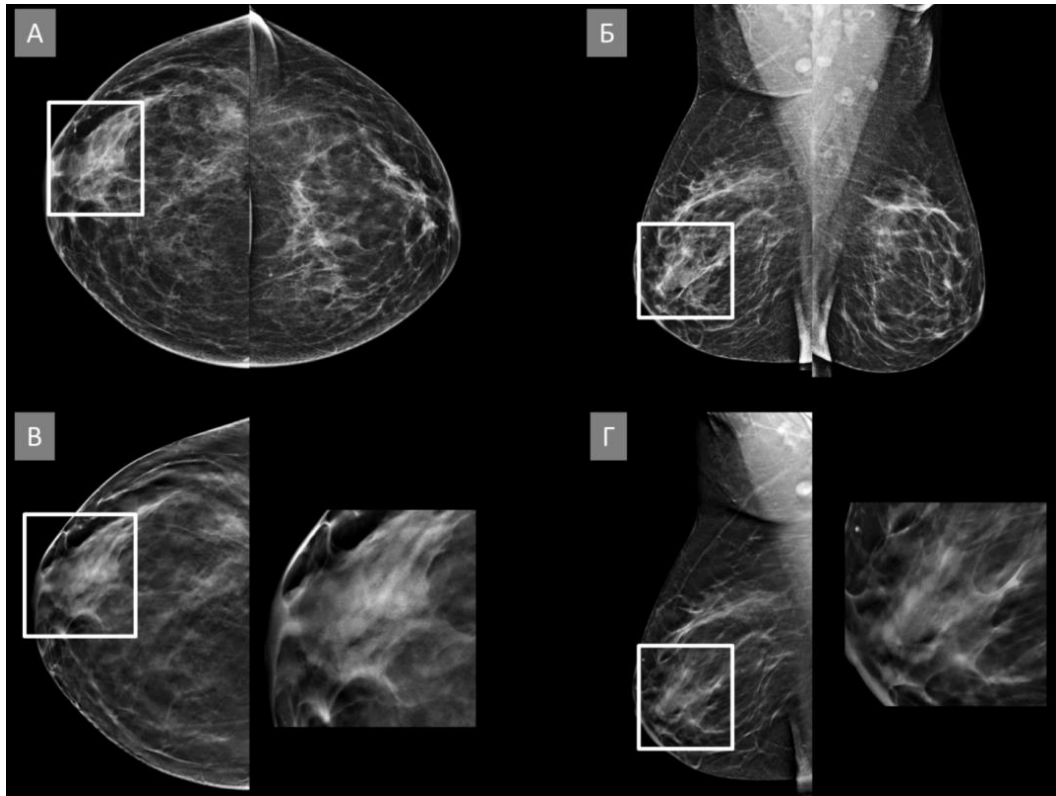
Пацієнтка id: 46778. Злоякісна локальна асиметрія. (А) Білатеральна цифрова рентгенівська мамографія у прямих краніокаудальних проєкціях (CC), локальна асиметрія візуалізується в передній третині на рівні латеральних квадрантів правої грудної залози (білий прямокутник). (Б) Білатеральна стандартна цифрова рентгенівська мамографія у косих медіолатеральних проєкціях (MLO), локальна асиметрія візуалізується на рівні верхніх квадрантів правої грудної залози (білий прямокутник). (Г, Д) Показові томосинтезовані скани у правій прямій краніокаудальній проєкції (RCC), правій косій медіолатеральній проєкції (RMLO) та збільшені зображення на яких в зоні асиметрії (білий прямокутник) у передній третині верхньолатерального квадранту візуалізується підозріле утворення неправильної форми з нечіткими контурами. Патоморфологічний висновок: Низькодиференційована (G3) інвазивна неспецифікованого типу карцинома грудної залози (код ICD-O – 8500/3)
